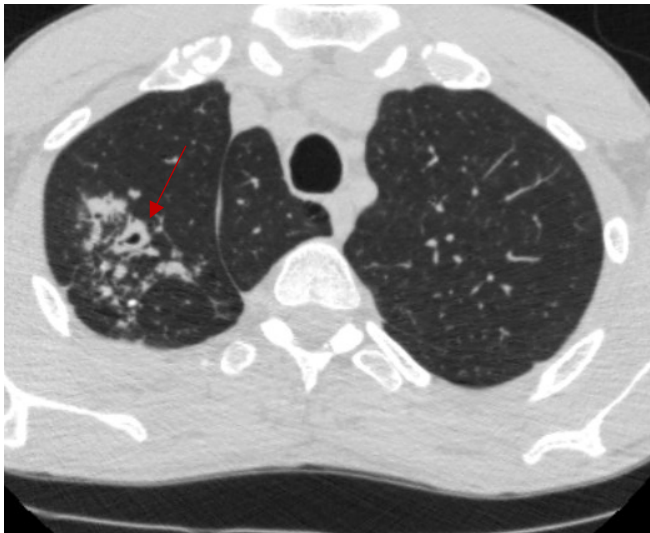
und Abbildung 17: CT des Thorax vom 20.04.2018, von M, 39 (Patient mit der INH-Resistenz) im Lungenfenster in transversaler Schnittführung: Kleinfleckiges Infiltrat mit Kavernen (exemplarischer Pfeil) im rechten apikalen Oberlappen. Nebenbefund: Lobus venae azygos.
